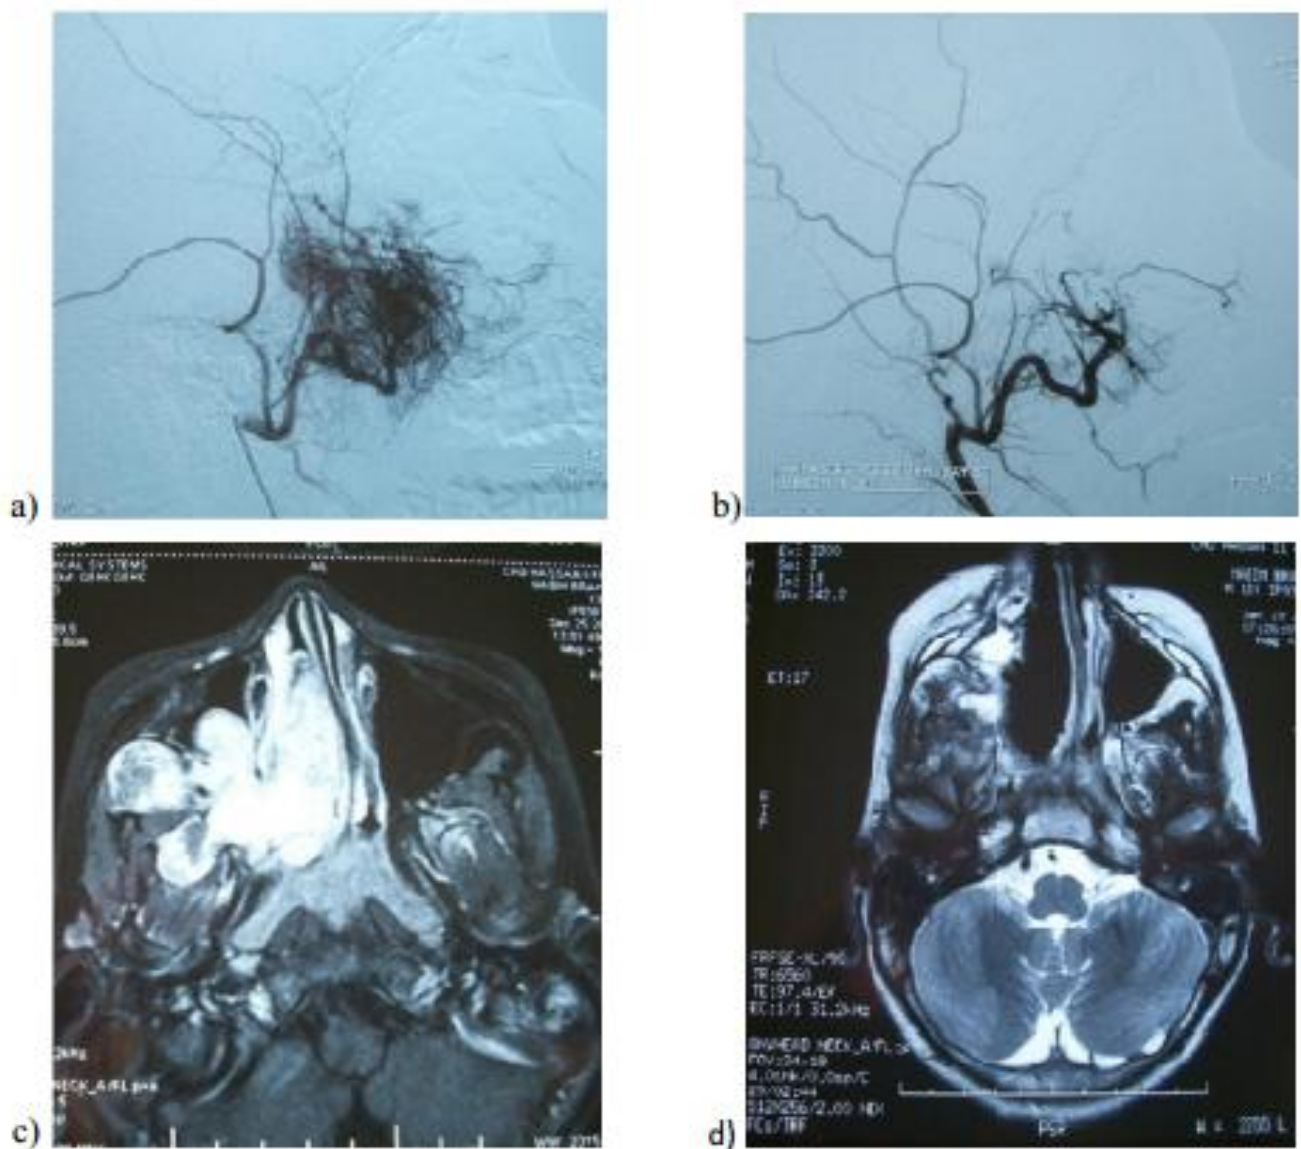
Aspect en préopératoire d'une angiographie cérébrale (a) et après embolisation (b) montrant le caractère hypervasculaire du fibrome naso-pharyngien. IRM coupe axiale en préopératoire (c) et après exérèse tumorale (d). (Iconographie du service d'ORL CHU Hassan II)
